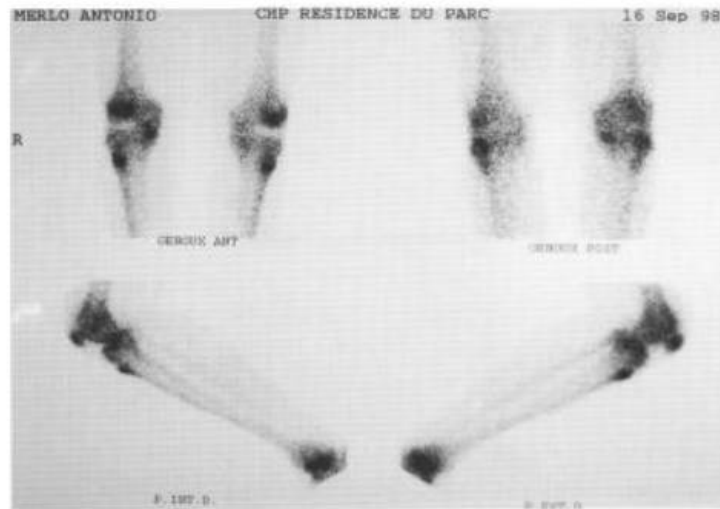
Des images scintigraphiques objectivant une hyperfixation bilatérale et symétrique du traceur radioactif, au niveau de la tubérosité tibiale antérieure.
